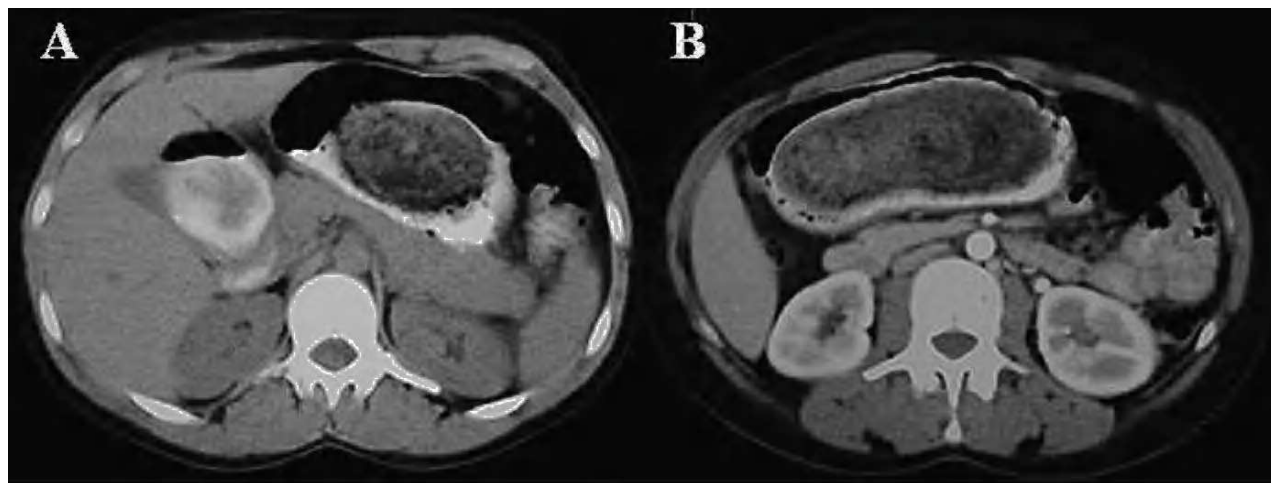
Tomografía computarizada abdominal. A. Tomografía computarizada con contraste oral y sin contraste intravenoso. B. Tomografía computarizada con contraste oral e intravenoso. Se aprecia imagen heterogénea, con burbujas aéreas en su superficie rodeada de contraste oral, que no capta contraste intravenoso y de localización intraluminal, gástrica.
